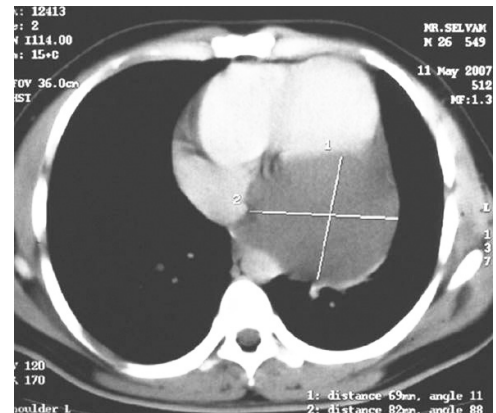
Tomografia computerizată. Chist pericardic a mediastinului.
